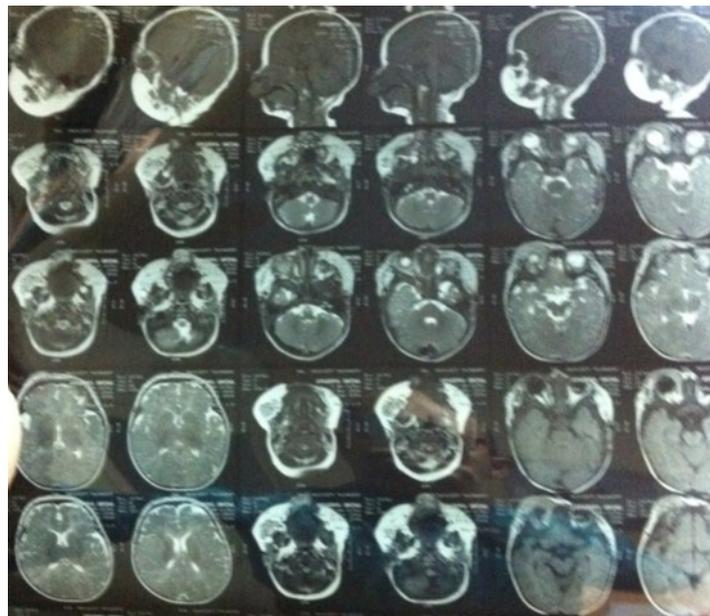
Пациентка О. МСКТ картина инфантильной гемангиомы правой половины лица. Признаки врастания опухоли в мягкие ткани лица, орбитальную область (1,2).
